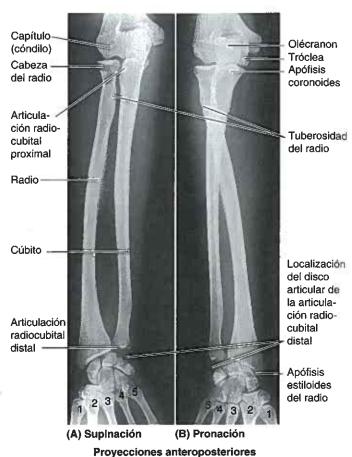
Radiografías de las articulaciones radiocubitales. A. En posición de supinación, el radio y el cúbito están paralelos. B. Durante la pronación, el extremo inferior del radio se mueve anteriormente y medialmente alrededor del extremo inferior del cúbito, llevándose la mano con él; así, en la posición de pronación, el radio cruza el cúbito anteriormente. 1 a 5, los metacarpianos. (Cortesía del Dr. J. Heslin, Toronto, Ontario, Canada.)
